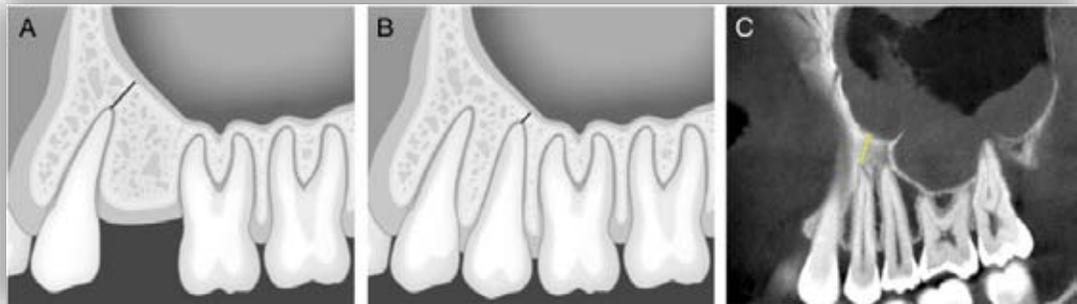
A) Ilustración esquemática en un plano sagital de la distancia entre el primer premolar y el seno maxilar. B) Segundo premolar. C) Vista sagital de CBCT que muestra la distancia del primer premolar al piso del seno.
